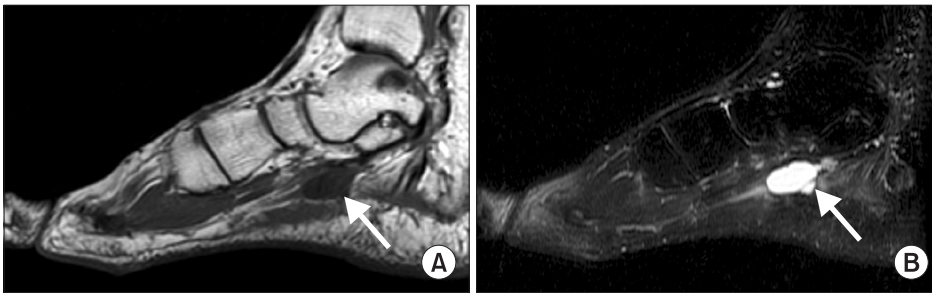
Sagittal T1 weighted (A), Sagittal T2 weighted (B) MR images show intraneural ganglion within medial plantar nerve (arrow).
